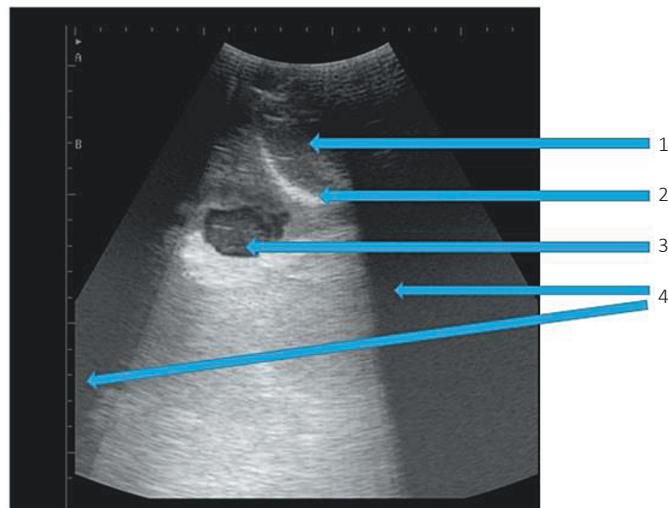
Сонографическое изображение правостороннего ПТА, полученное при проведении УЗИ с применением акустического окна:
